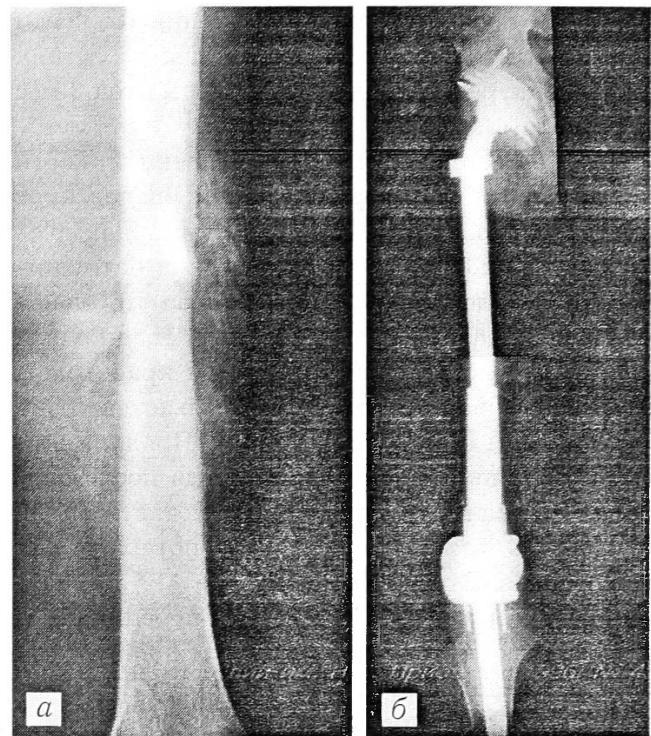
Рентгенограммы больного Т.: а — до операции; б — после тотального удаления бедренной кости с эндопротезированием дефекта протезом-комплексом Сиваша.
